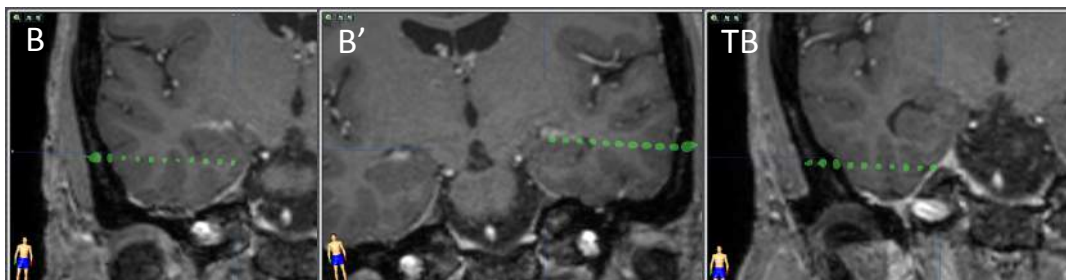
Implantation des électrodes hybrides vue sur un cliché d'IRM en coupe coronale:
